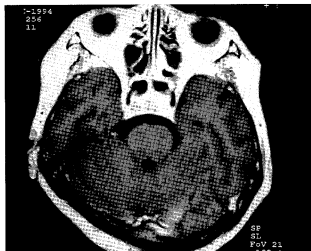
T1-weighted axial MR imaging with Gadolinium shows strong enhancement of pituitary gland.
